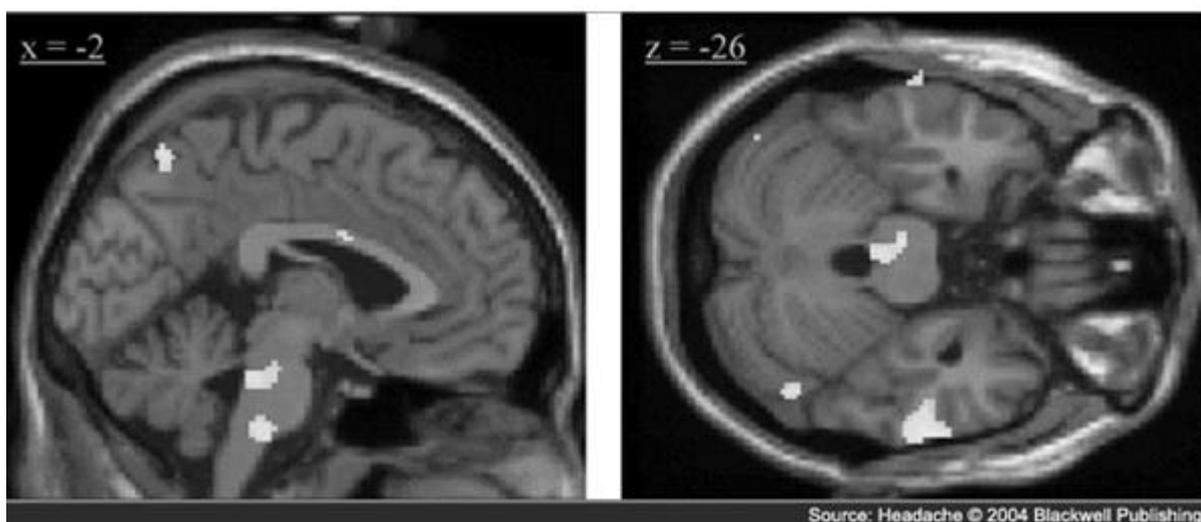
Une cartographie paramétrique statistique réalisée par IRM fonctionnelle montrant des élévations du DSC régional au niveau du pont rostral dorsal lors d'une migraine continue
